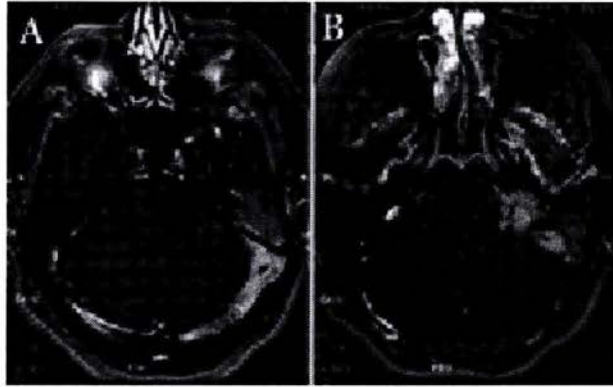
A y B: Imagen por RM en Cortes axiales, fase T1, contraste con gadolinio, en el cual se observa tumor del glomus yugular izquierdo con alteración al seno sigmoideo y transversos
